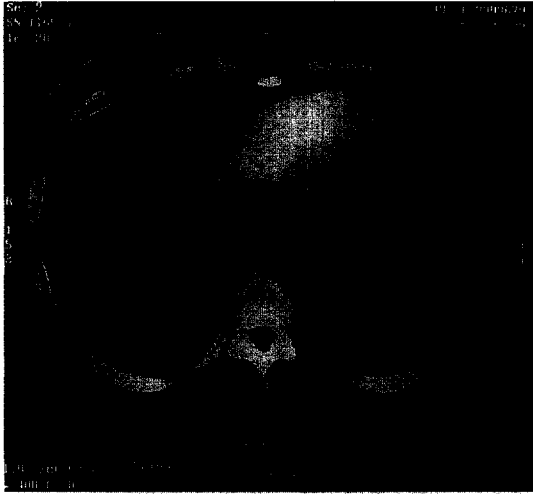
Chest CT scan shows 4.5×3.0 cm sized spiculated mass with pleural thickening in the left lower lobe and left hilar lymph node enlargement.
